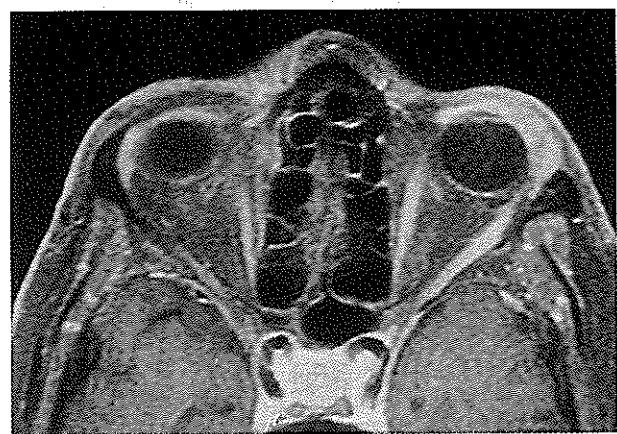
T2 ağırlıklı MRG'de hipointens görünümde orbita melanomu
